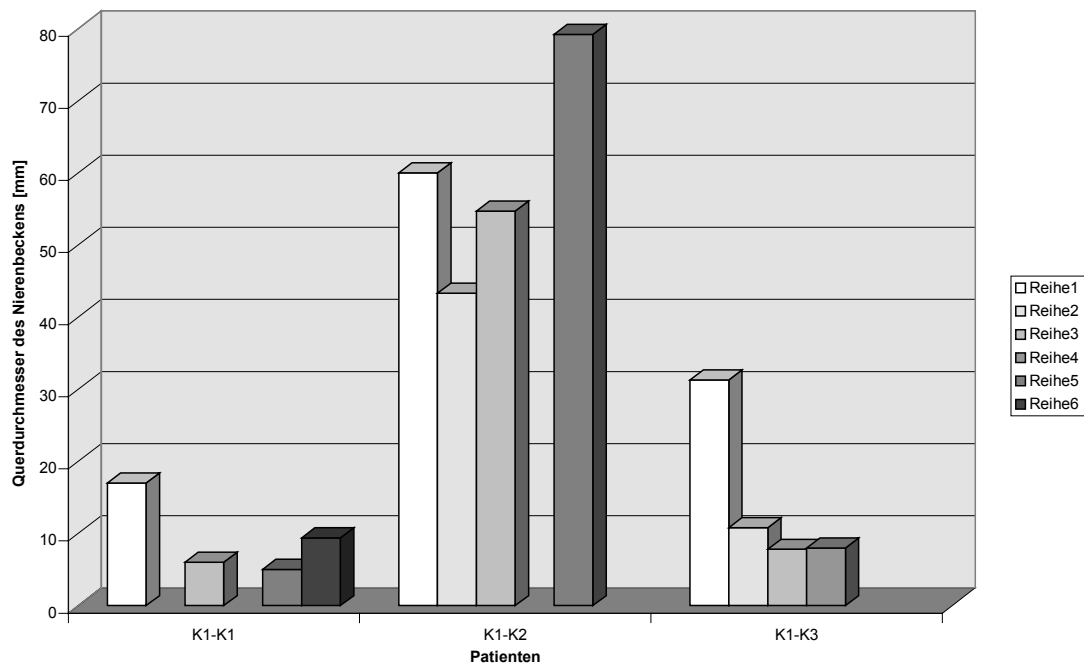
Kontrollgruppe mit obstruierter Hydronephrose und reduzierter Funktion - Querdurchmesser des Nierenbeckens [mm] in der Sonographie
